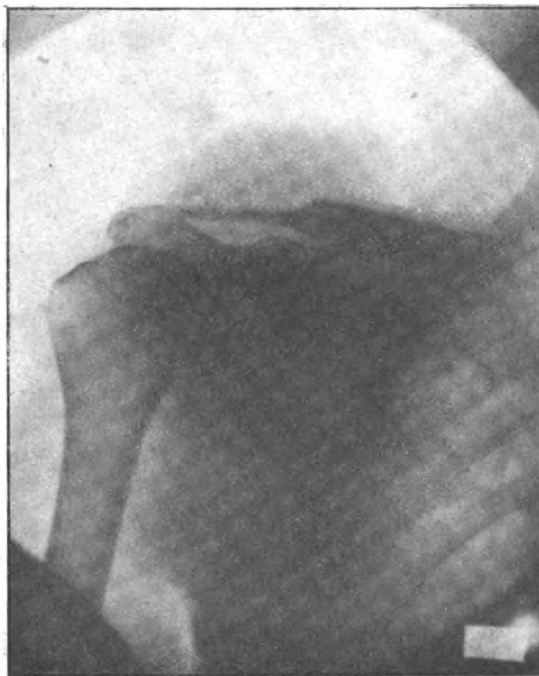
Première radiographie faite le 7 juin.
